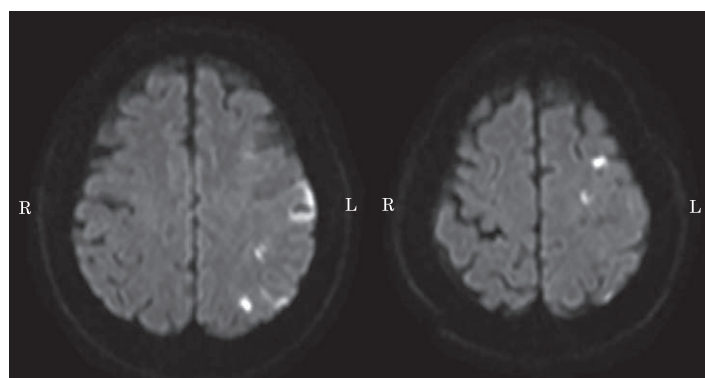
Brain MRI findings on admission on day 7, Case 2.
